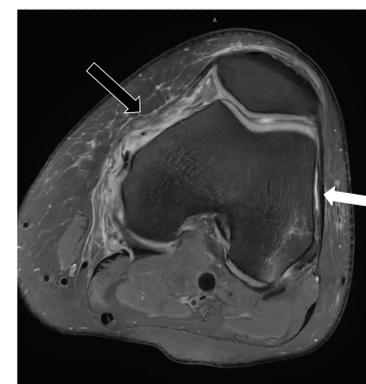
RMN axial DP FS.
